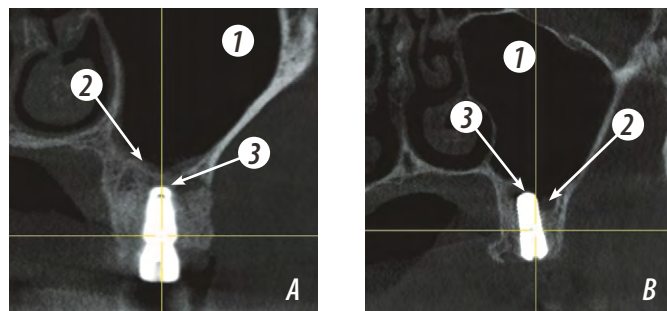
Пример установки импланта: А — внутрикостная (I группа); В — интрузия импланта в ВЧП (II группа). Обозначения: 1 — ВЧП; 2 — дно ВЧП; 3 — апикальная часть импланта
